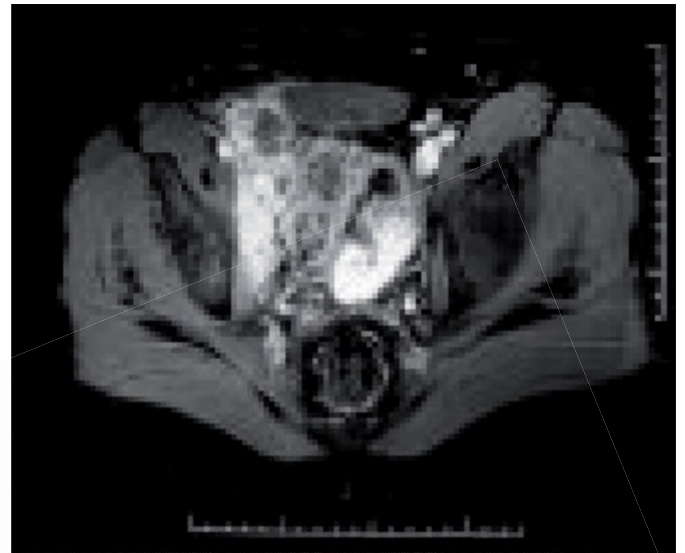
Tomografía computarizada tras un ciclo de quimioterapia (diciembre de 2007).
